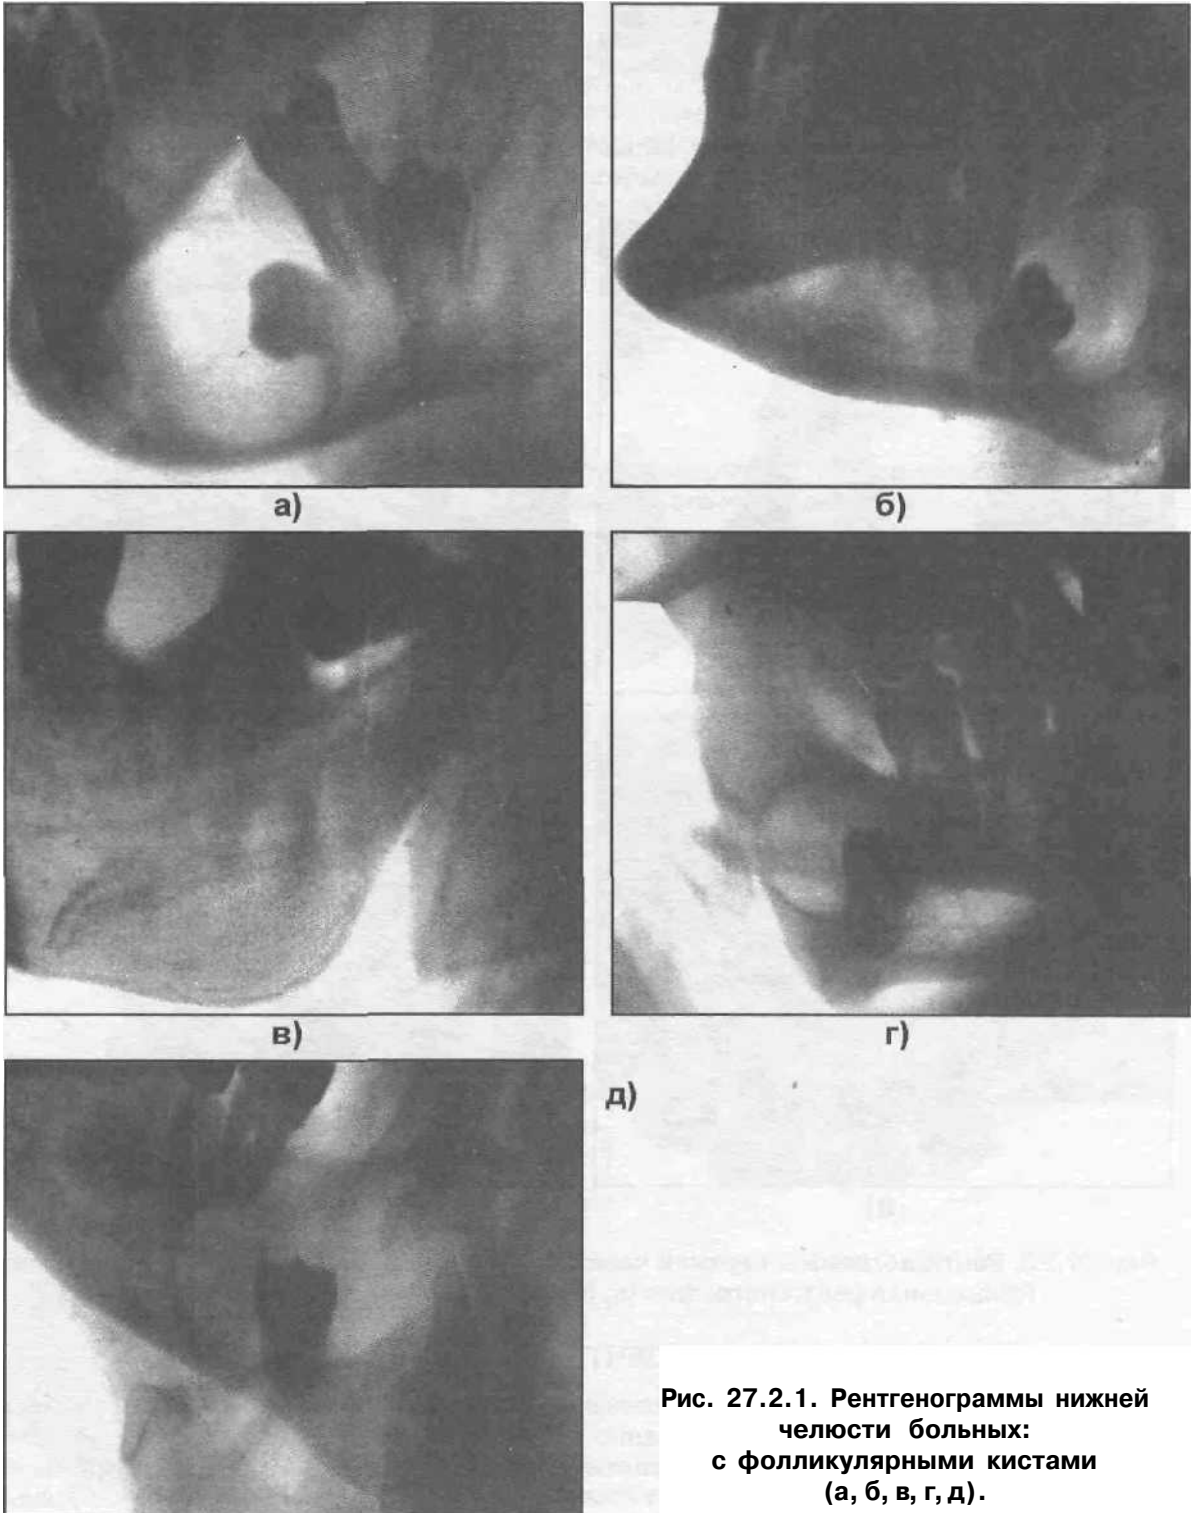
Рентгенограммы нижней челюсти больных с фолликулярными кистами (а, б, в, г, д).
